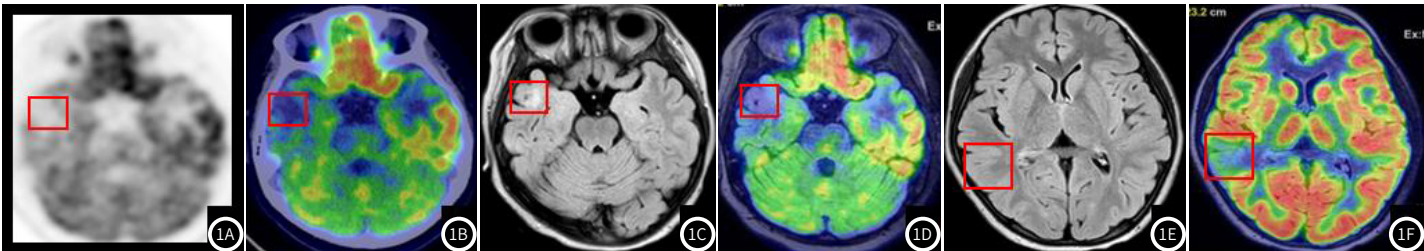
图1F ¹⁸F-FDG PET/CT显像(1A-1B)显示右侧颞叶局部代谢稍减低,MRI平扫(1C)可见相应区域异常信号,主要于皮层下,¹⁸F-FDG PET/MRI融合图(1D)显示出结构清晰的代谢减低区域。此外¹⁸F-FDG PET/MRI还提示右侧额顶叶代谢较对侧减低(1E),而相应区域MRI(1F)未示明显异常,这与术中皮层脑电图所提示结果一致。
